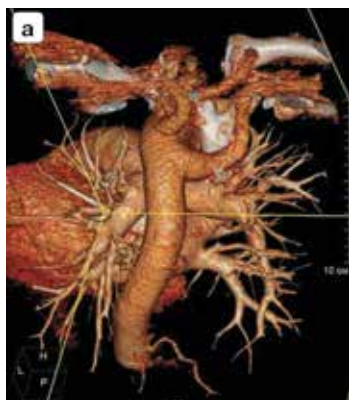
Результаты компьютерной томографии шеи и органов грудной клетки с ангиографией: а – аорта (вид сзади); б – предпозвоночное расположение правой подключичной артерии
